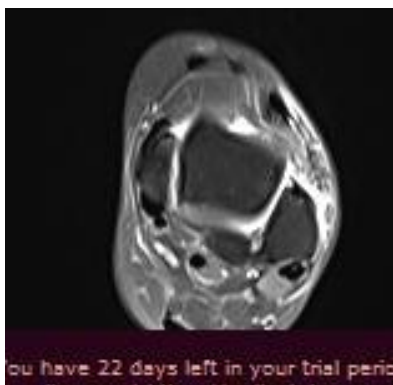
МРТ голеностопного сустава, T1-взвешенные изображения в аксиальной плоскости
